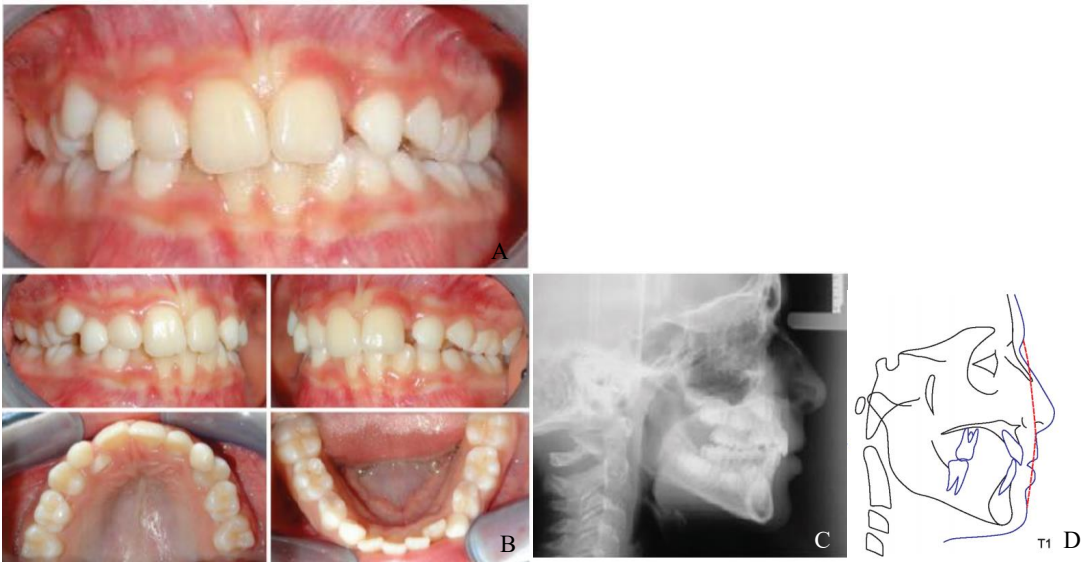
Fotografias intraorais finais (A e B). Após protocolo EMRCM por 6 semanas seguido de 10 dias de expansão (10 mm) e protração com máscara facial durante 11 meses de noite e de dia sempre que possível. Telerradiografia de perfil do paciente final (C). Traçado cefalométrico após a utilização de máscara facial (D). Adaptada de Rota et al.⁽¹²⁴⁾
